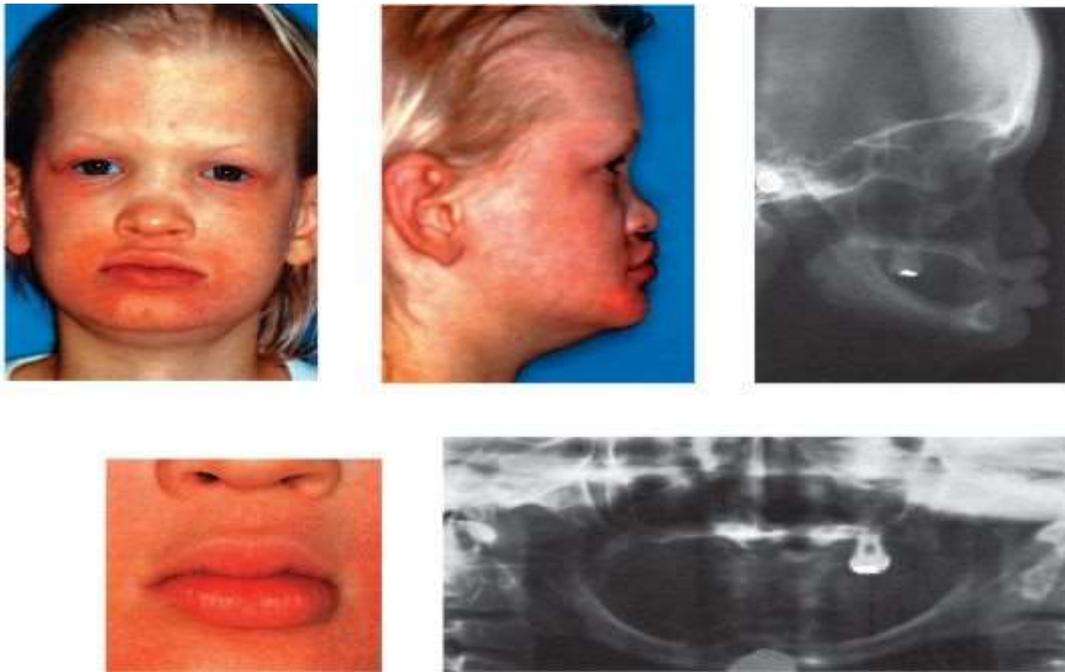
Ортопантомограмма челюстей пациента с гипогидротической эктодермальной дисплазией
